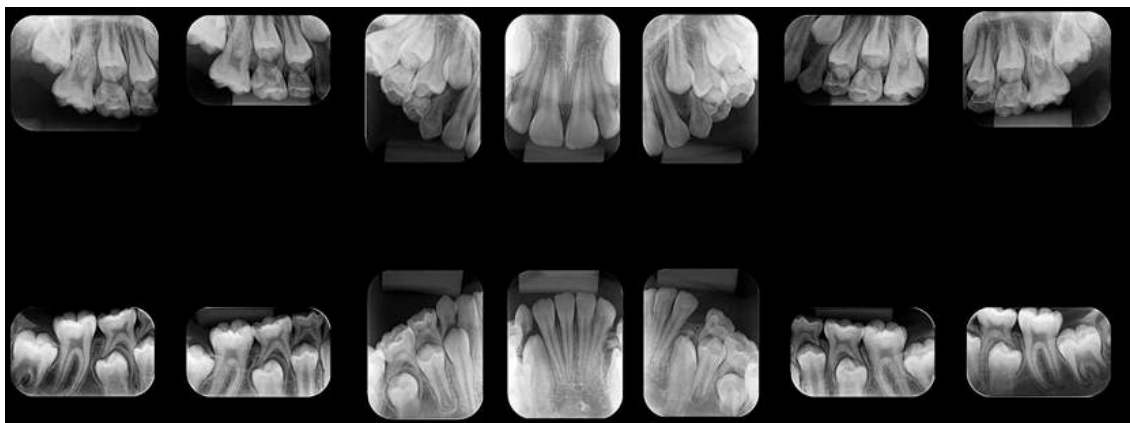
Radiografias periapicais de boca completa aos 9 anos com esclarecimento da presença de dente supranumerário na região de canino inferior esquerdo.
